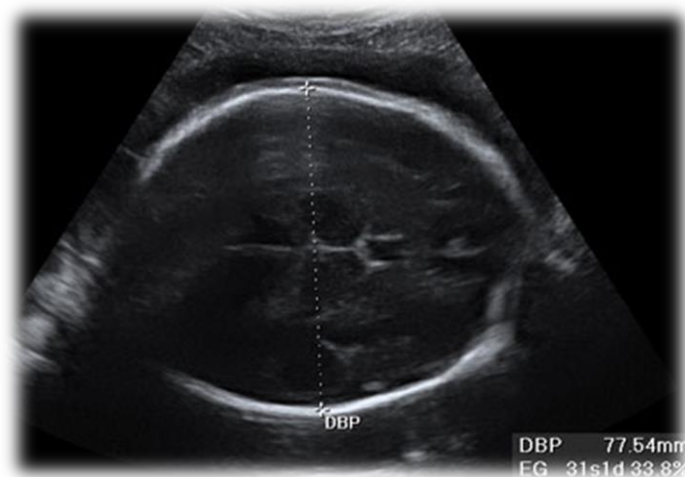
Ecografía de medición del Diámetro biparietal
